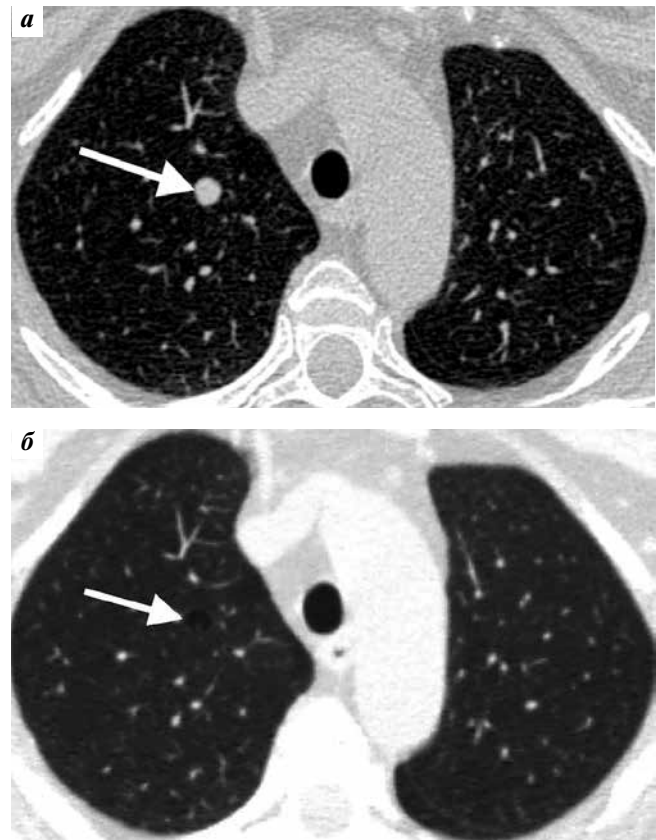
Компьютерная томография брюшной полости с контрастным усилением. Та же пациентка через 3 мес терапии по схеме леватиниб + пембролизумаб. Отмечается полный регресс метастатических очагов (указаны стрелками) в виде их кистозной трансформации в S1 (а), S2, S3 справа (б)
